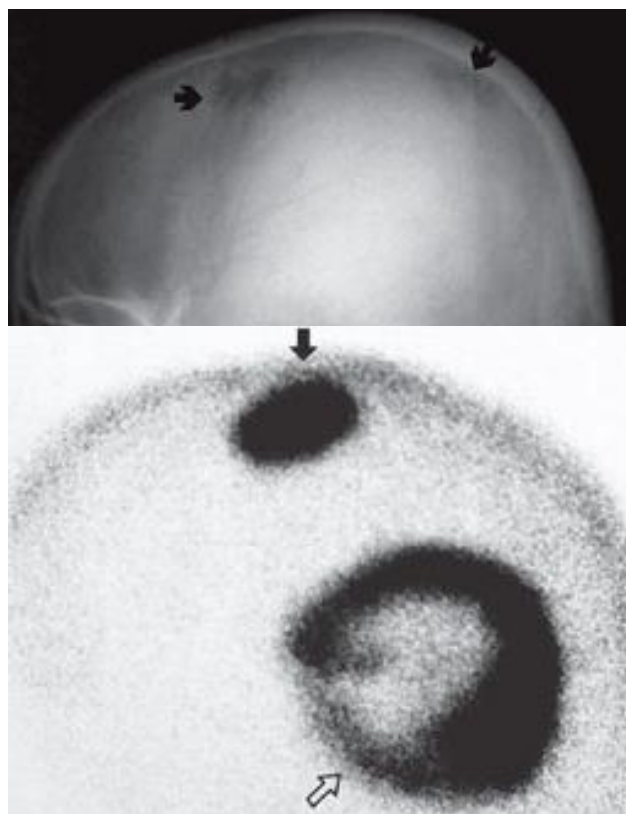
Рентгенограма в бічній проекції й ОСГ. Метастатичне ураження кісток склепіння черепа при раку молочної залози – визначається виразна гіперфіксація РФП (^{99m}Tc) у місцях деструкції (за Bank Y.-W.).
